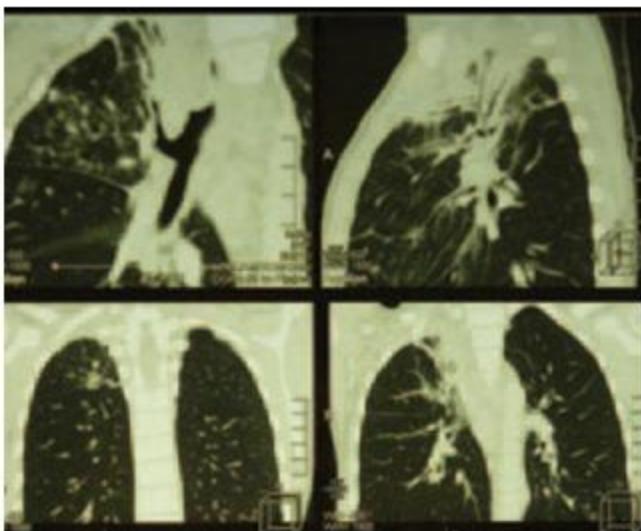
КТ больной А. от 3.09.2012 г. (описание в тексте)
